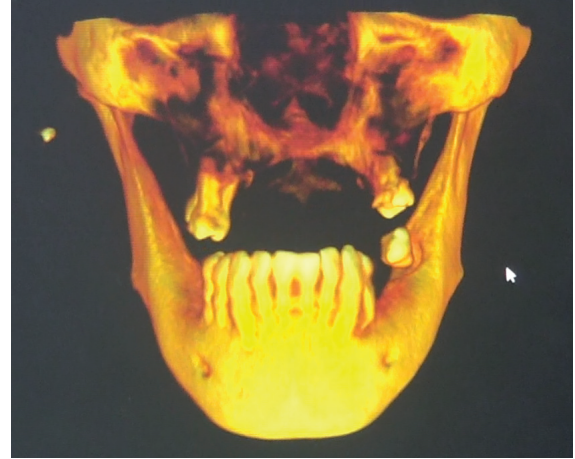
CBCT inicial del paciente. Se puede observar la atrofia severa del maxilar.
